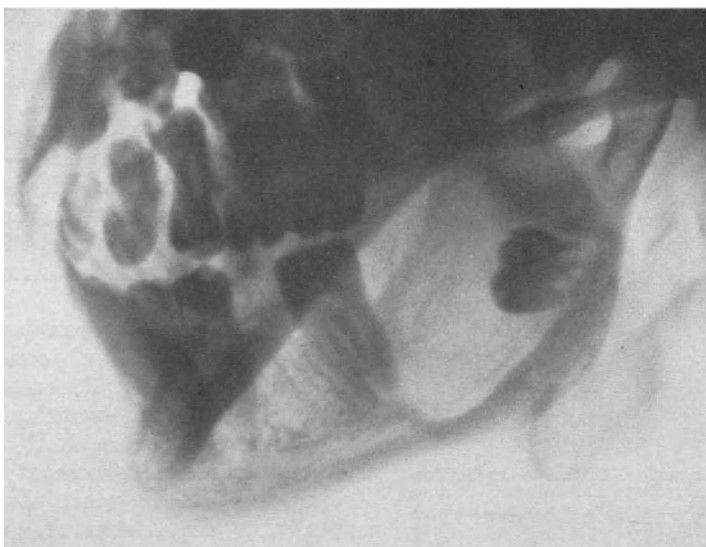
Röntgenbild von einer follikulären Zyste. Der Zahn sitzt am Boden der Zyste.
